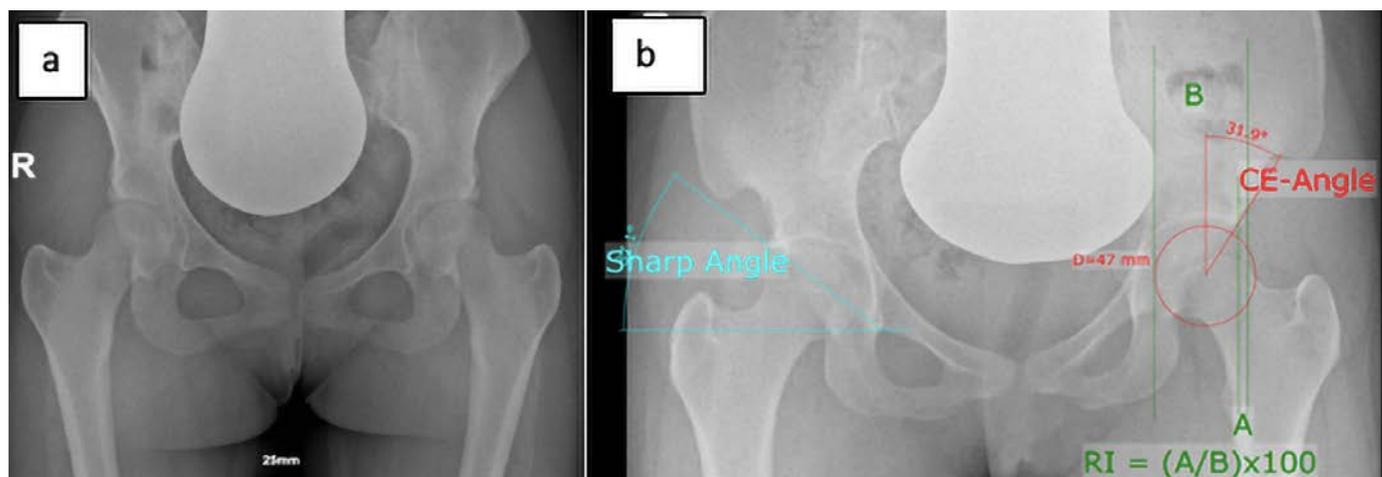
a) Aktuelles Low-Dose-Hüftvergleichsröntgen vor Vermessung; b) Röntgenbild nach erfolgreicher Vermessung von Sharp-Winkel, CE-Winkel und Reimers-Migrations-Index (nach Gahleitner M et al.)⁷
